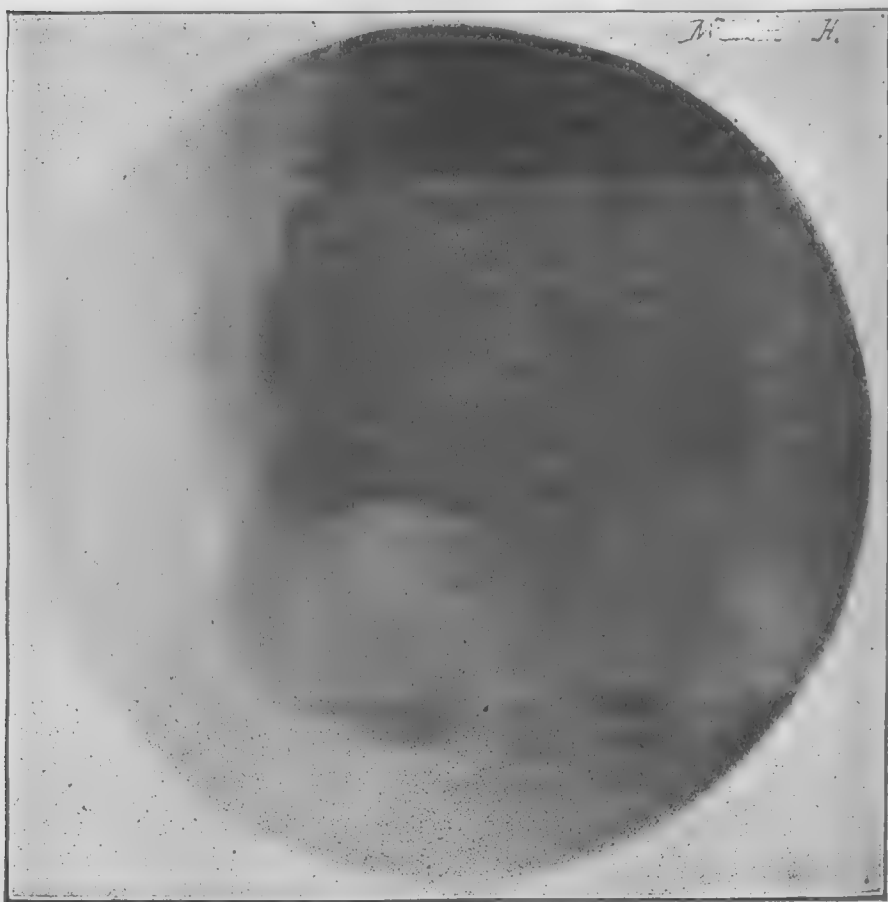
Radiographie du blessé de l'observation II.
